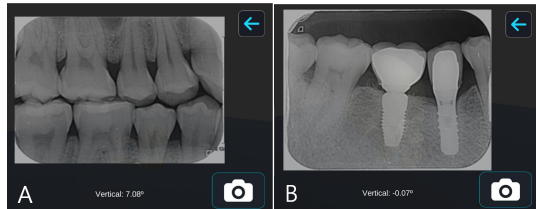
Photograph showing both right maxillary premolar and mandibular premolar by the bitewing technique (A). Right mandibular molars and implants can be observed by the bisecting technique (B).
